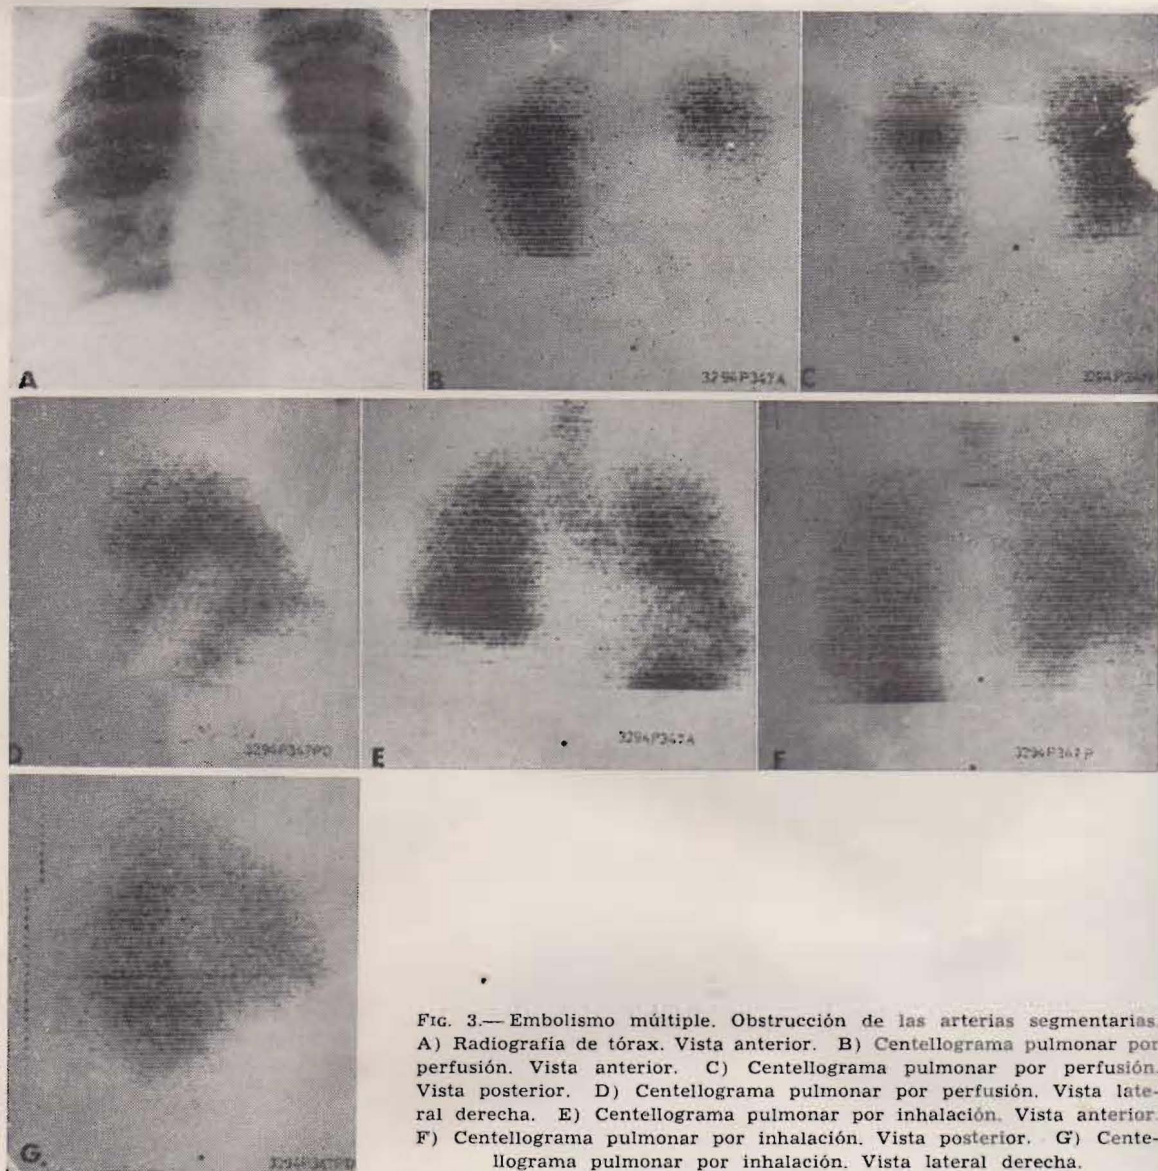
Embolismo múltiple. Obstrucción de las arterias segmentarias. A) Radiografía de tórax. Vista anterior. B) Centellograma pulmonar por perfusión. Vista anterior. C) Centellograma pulmonar por perfusión. Vista posterior. D) Centellograma pulmonar por perfusión. Vista lateral derecha. E) Centellograma pulmonar por inhalación. Vista anterior. F) Centellograma pulmonar por inhalación. Vista posterior. G) Centellograma pulmonar por inhalación. Vista lateral derecha.
